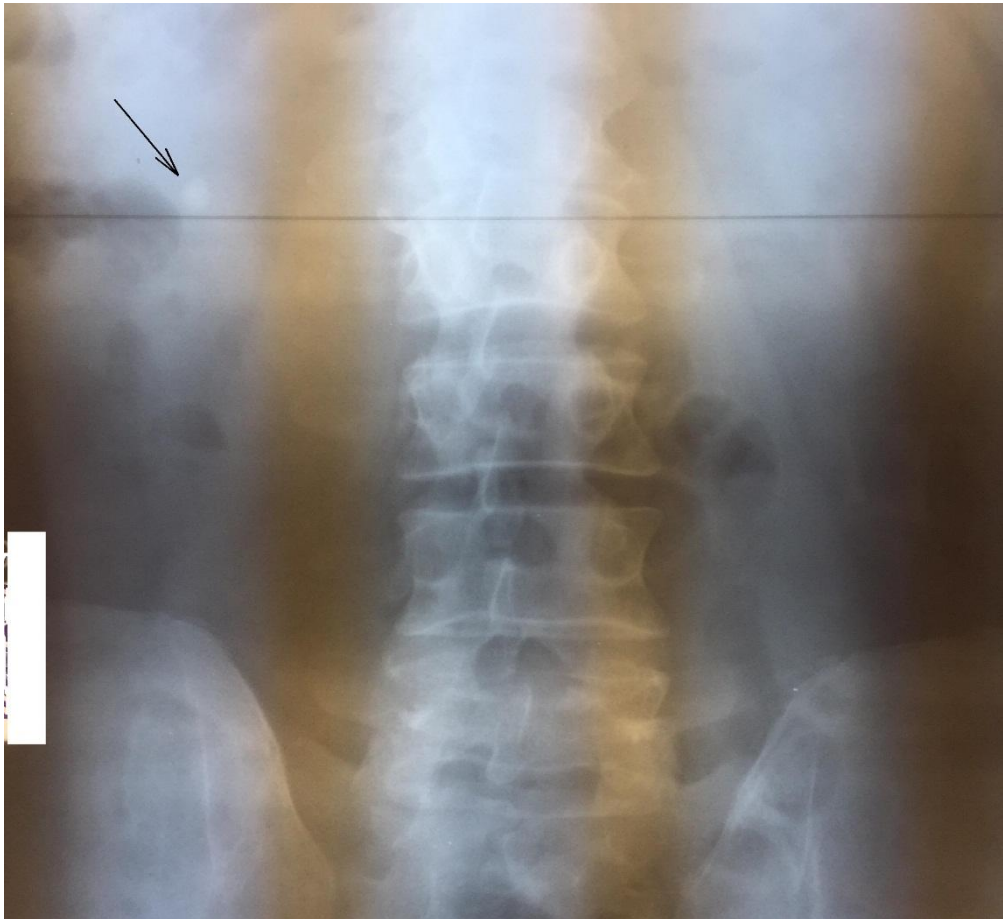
Обзорная рентгенограмма почек в прямой проекции. Конкремент указан стрелкой
